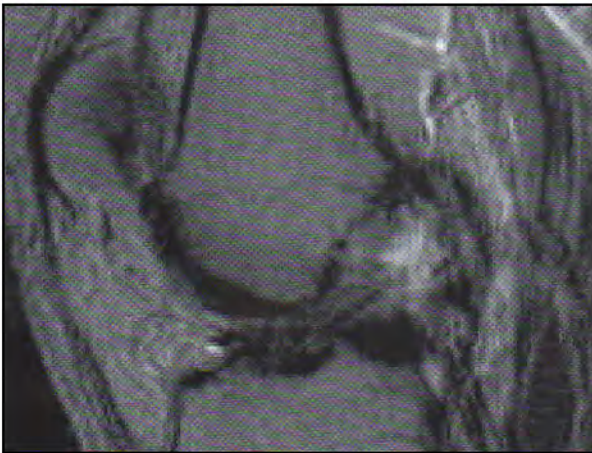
Corte de RM Sagital FSE PD/T2 con alteración señal de inserción proximal LCA.
